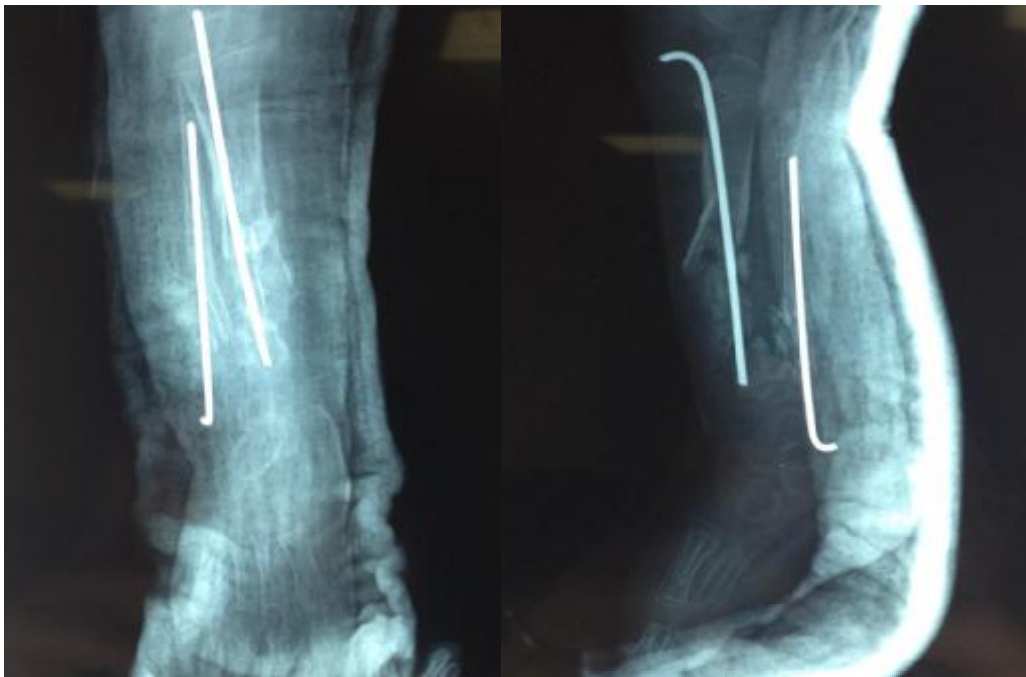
radiographie de contrôle à 3 mois montrant une absence de consolidation
